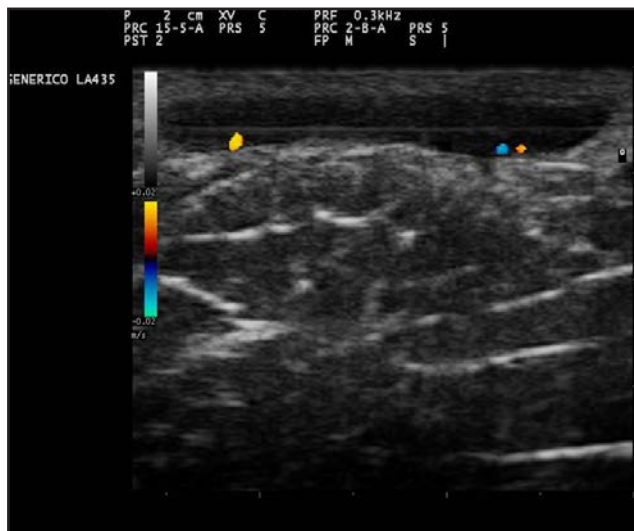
Imagen eco-doppler que revela actividad inflamatoria leve en el tracto fistuloso.
